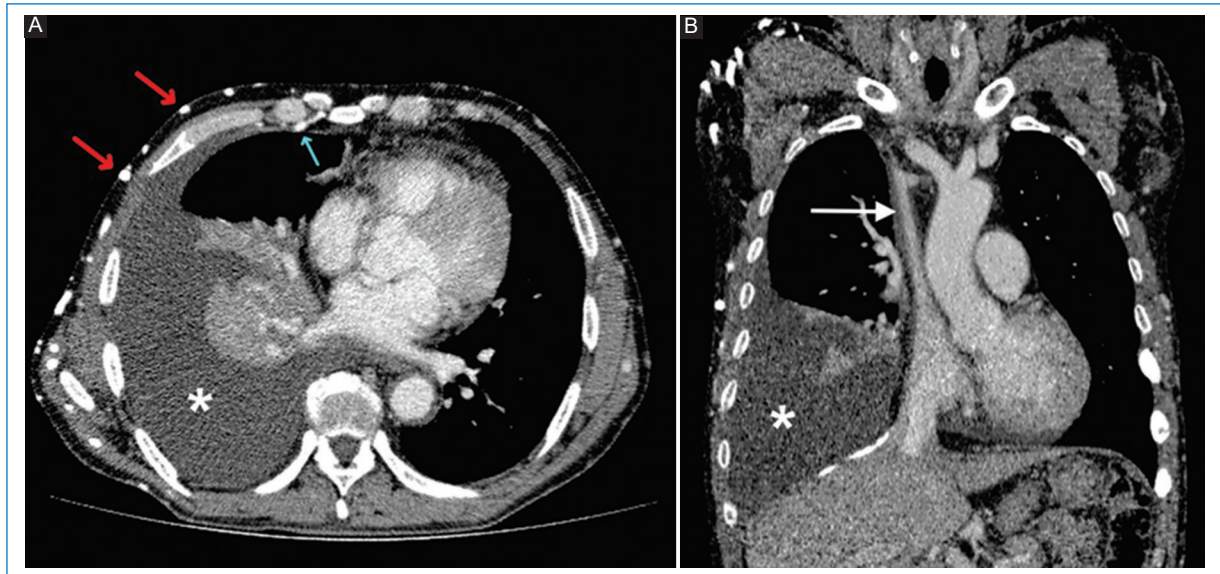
Imagen axial de TC con contraste endovenoso (A) del mismo paciente que en la figura 1, donde se pueden ver numerosas venas colaterales superficiales (flechas rojas) y mamaria interna (flecha verde) rellenas de contraste. Nótese la presencia de derrame pleural derecho (*) y colapso pasivo del parénquima pulmonar adyacente. Reconstrucción coronal (B) que muestra el pasaje filiforme de la sustancia de contraste por la VCS (flecha blanca) como consecuencia de trombosis crónica a dicho nivel.
